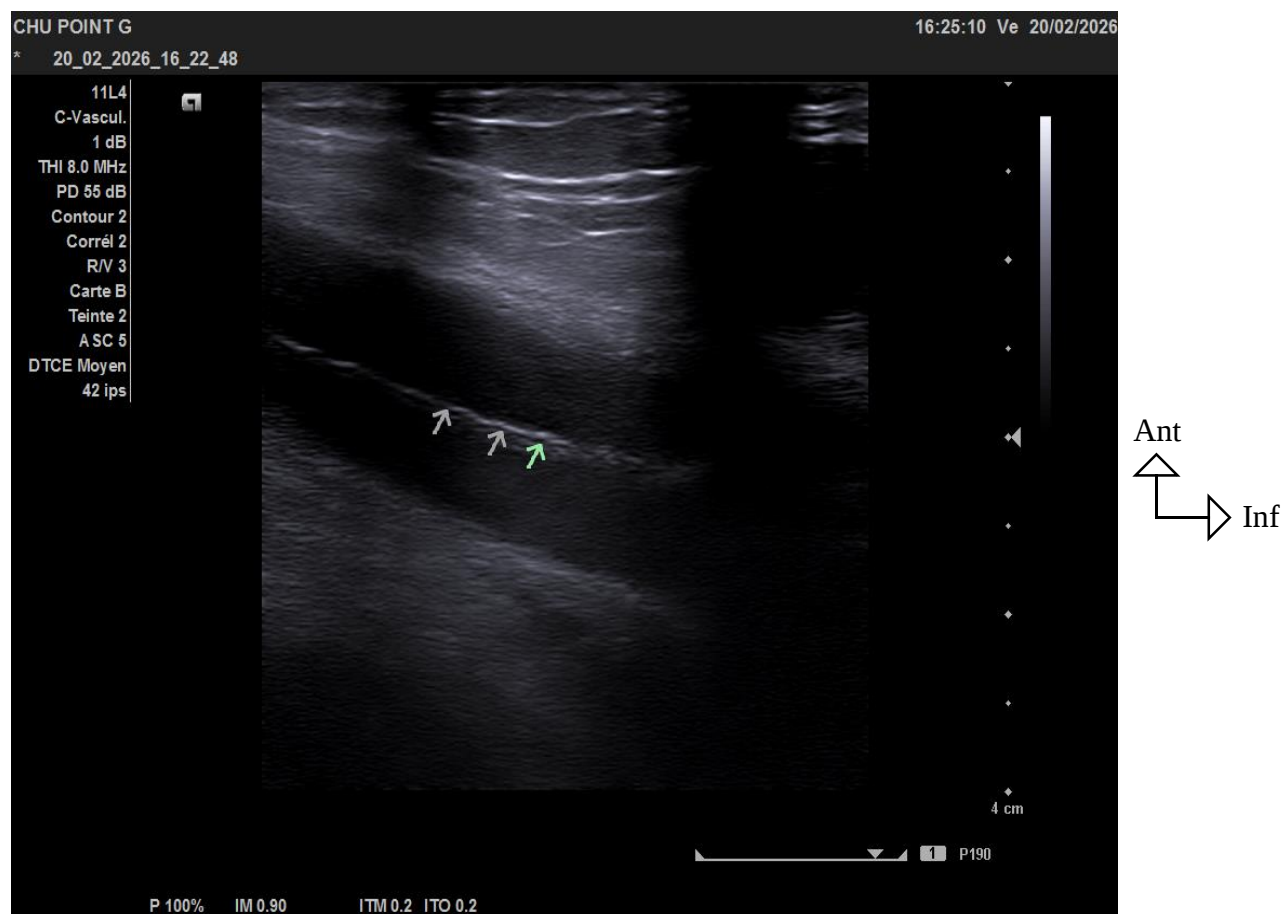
Echodoppler du MIG montrant des calcifications linéaires de la média, apparaissant sous forme de lignes hyperéchogènes continus le long de la paroi artérielle avec cône d'ombre postérieur traduisant une médiacalcosse de l'artère fémorale commune gauche.
